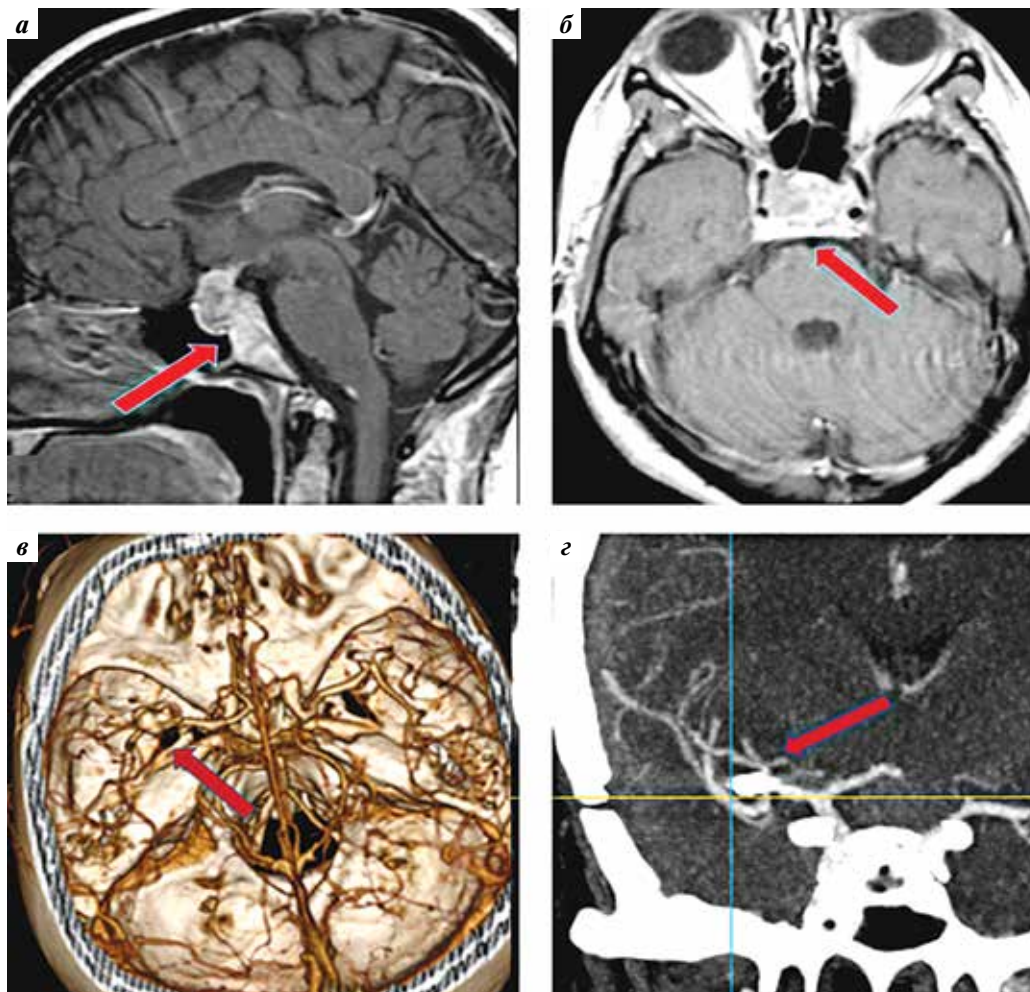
Данные нейровизуализационных исследований до и после операции: а, б – магнитно-резонансная томография головного мозга с контрастом: менигиома бугорка турецкого седла с интраоперационным ростом (красная стрелка); в – спиральная компьютерно-томографическая ангиография: аневризма правой средней мозговой артерии (красная стрелка); з – спиральная компьютерно-томографическая ангиография: аневризма средней мозговой артерии, клипирована (красная стрелка), артерии проходимы
